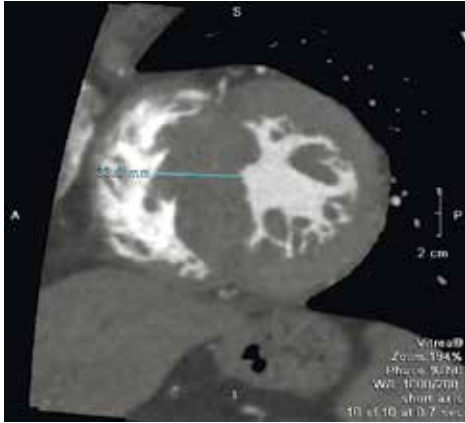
На КТ-скані серця у двокамерній позиції зазначена товщина МШП, яка є більшою за 30 мм, що відносить пацієнта з асиметричною формою ГКМП до категорії підвищеного ризику раптової серцевої смерті
